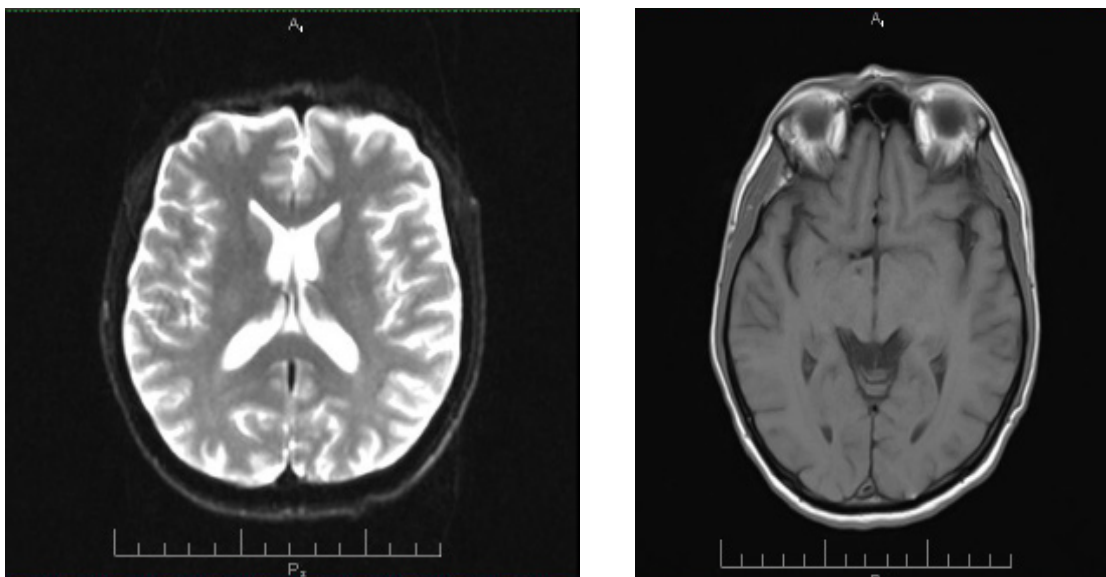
RNM cerebral simple en secuencias de difusión y FLAIR sin alteraciones (fotos reales del paciente).
